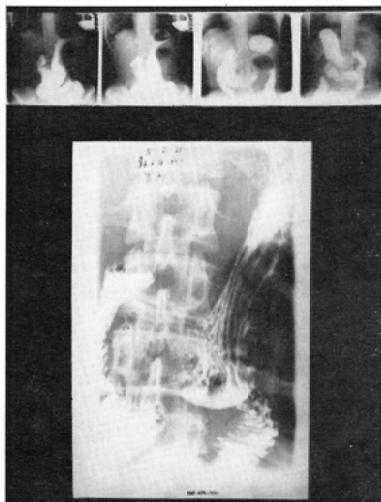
Case 27. niche? of body (over. miniature, under. routine X-ray)
